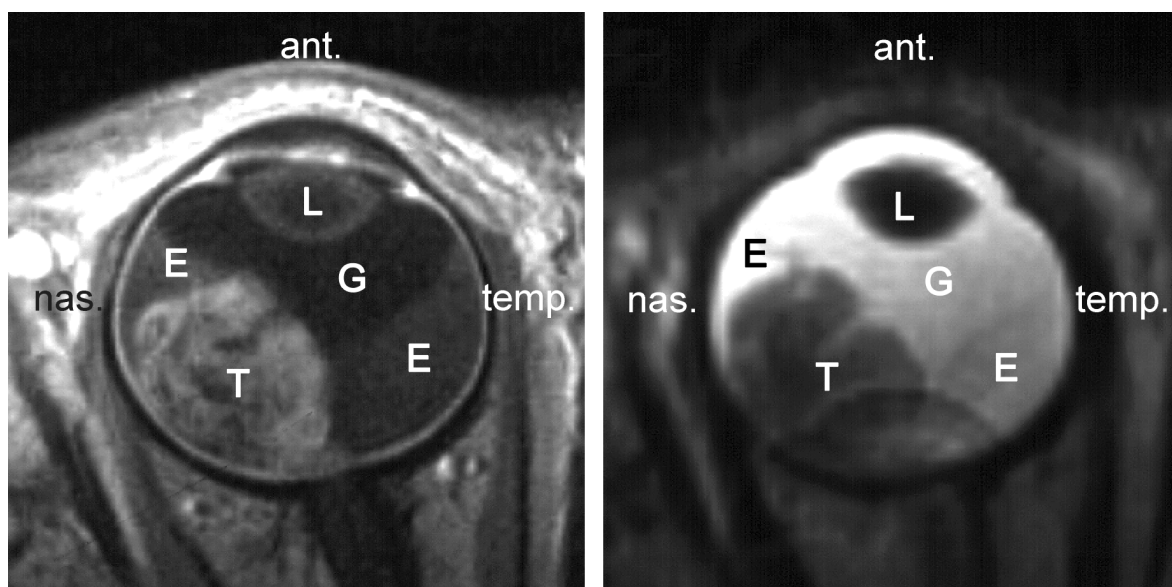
Typisches Retinoblastom, links MRT-Schicht T1-gewichtet, rechts MRT-Schicht T2-gewichtet (T=Retinoblastom, G=Glaskörper, E=subretinale Effusion, L= Linse)
